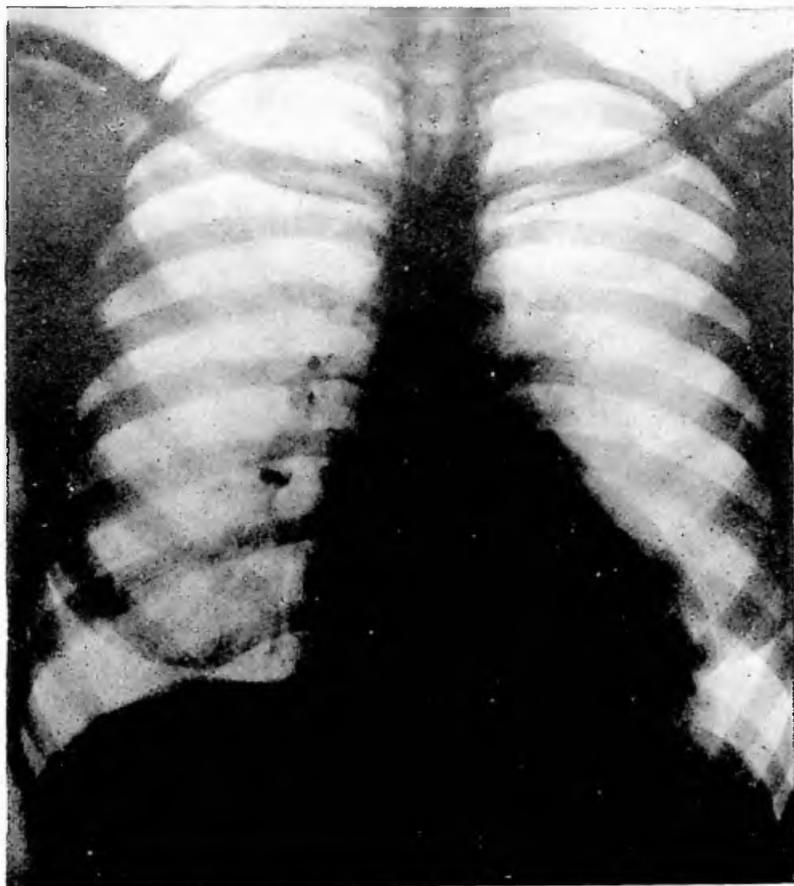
Obs. I: Tele-radiografia do tórax. Aumento da área cardíaca (138 cms²); diâmetro transverso da figura cardíaca: 13cms,8 diâmetro longitudinal: 15cms,2. Diâmetro transverso do pedículo vascular. 4cms,8. Índice volumetrico da aorta: 2cms,4.
